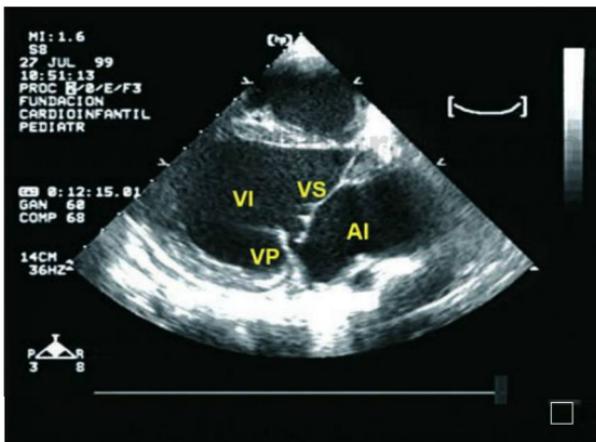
Ecocardiograma en un paciente con secuelas de fiebre reumática en el que se ve un prolapso de la valva septal (VS) de la mitral, respecto de la valva posterior (VP), proyectándose la primera hacia la aurícula izquierda (AI), sobrepasando el plano de cierre de la valva posterior de la mitral, con un ventrículo izquierdo (VI) dilatado, por la sobrecarga de volumen secundaria a la insuficiencia mitral.
